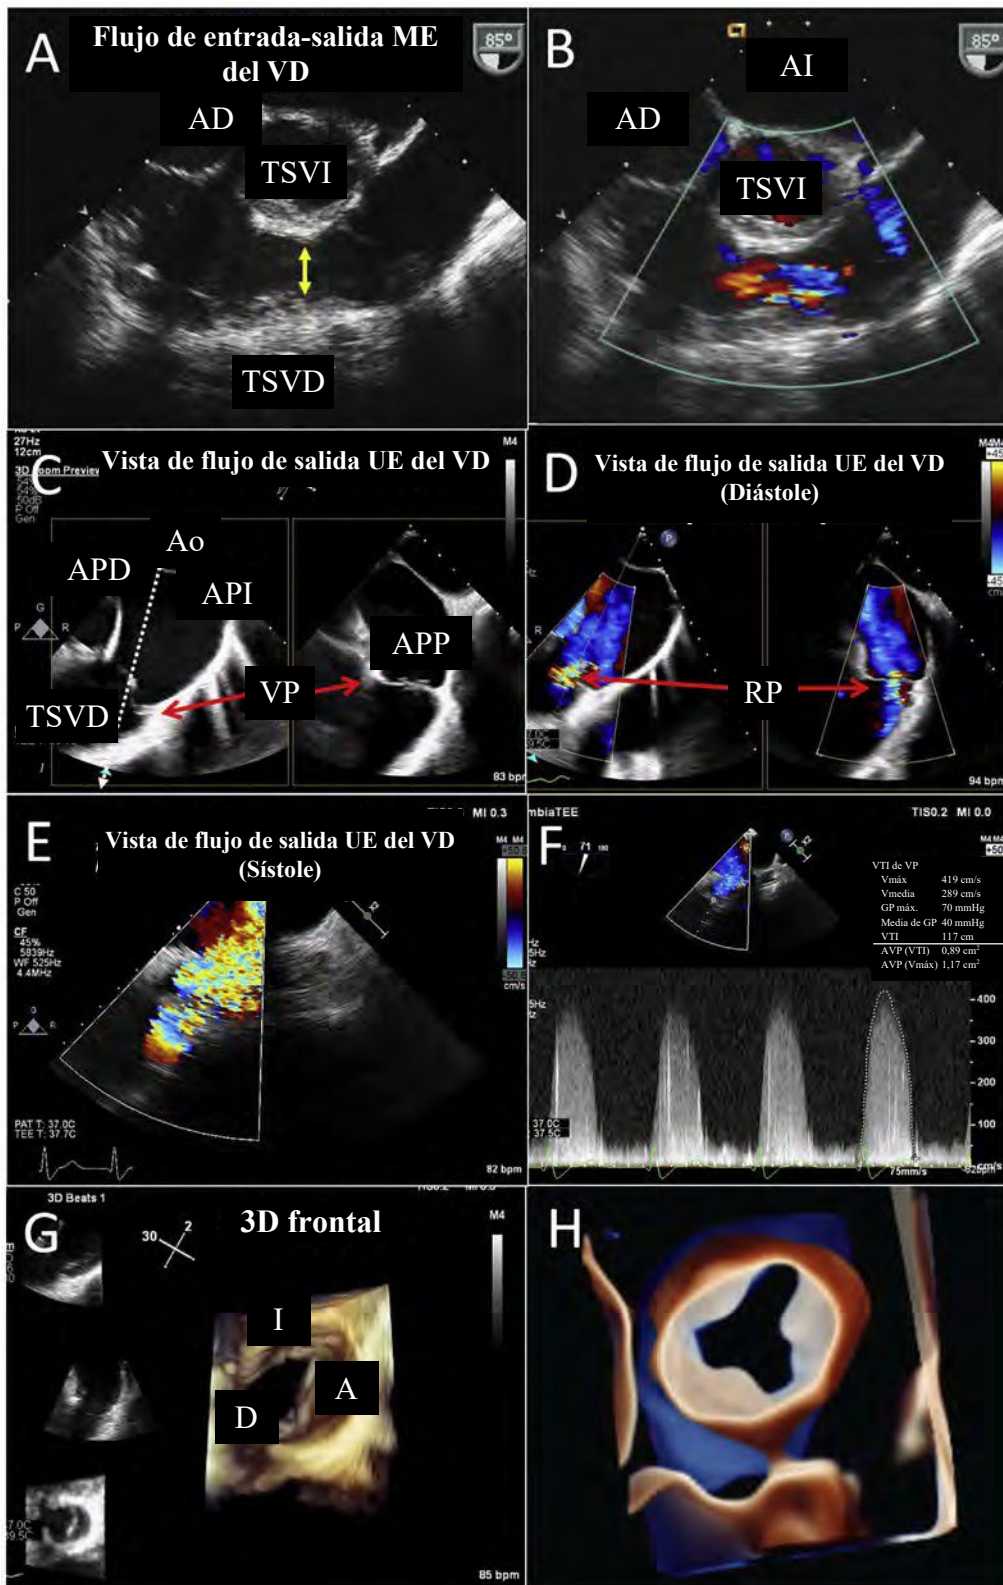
Imágenes de la VP. Se pueden obtener imágenes de la VP a partir de los niveles ME y UE. Desde la vista ME del flujo de entrada del VD, el TSVD tiene una buena imagen y, en este caso, mostró una obstrucción subpulmonar dinámica (*flecha doble amarilla A*) con flujo turbulento en el Doppler color (B). Desde la vista UE de flujo de salida del VD a un ángulo transductor de 45° a 60°, se obtiene una imagen de la VP (*flechas rojas*, C) sin intervenir en las estructuras izquierdas o derechas del corazón. Dada la alineación del haz de insonación, se puede realizar Doppler para la RP (*flechas rojas*, D) o la EP (E, F). Este nivel de obtención de imágenes puede proporcionar ventanas de obtención de imágenes óptimas para la interpretación 3D de la VP (G, H). *A*: valva anterior; *Ao*: aorta; *L*: valva izquierda; *AI*: aurícula izquierda; *API*: arteria pulmonar izquierda; *APP*: AP principal; *P*: valva posterior; *GP*: gradiente de presión; *AVP*: área de la VP; *D*: valva derecha; *AD*: aurícula derecha; *APD*: AP derecha; *VD*: ventrículo derecho; *S*: valva septal; *V_{máx}*: velocidad máxima; *V_{media}*: velocidad media; *RV*: radio de velocidad, *VTI*: integral de velocidad-tiempo.
